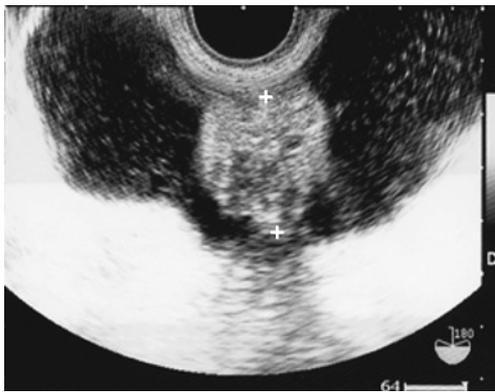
経膣超音波像。膀胱内に突出する腫瘤を認め、内診上同部位に一致した疼痛を認めた。
